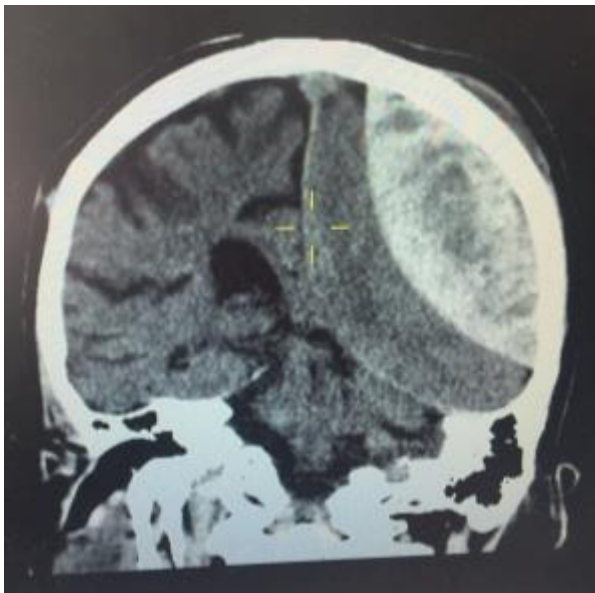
Das epidurale Hämatom ohne Kalottenfraktur aber deutlicher Mittellinienverlagerung (Quelle: eigener CT-Scan)
